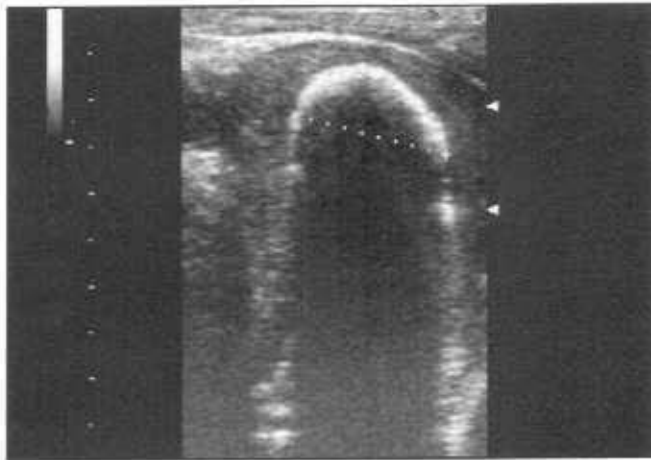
Эхограмма (ТРУЗИ, продольный срез) предстательной железы с крупным конкрементом на фоне хронического простатита.
